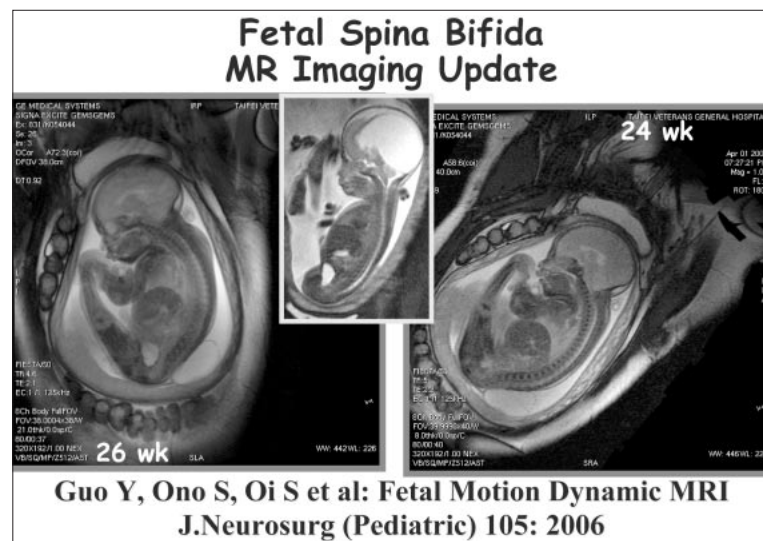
二分脊椎研究・胎内画像診断（MRI特殊撮像法による胎児の下肢機能の動画解析）
